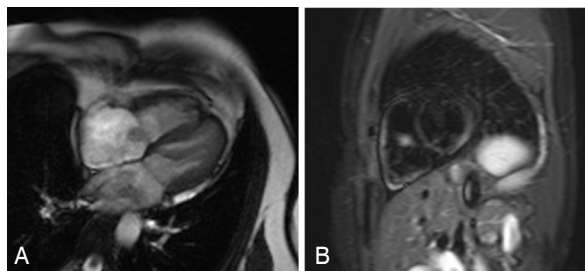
Imagem de ressonância magnética cardíaca evidenciando imagem arredondada aderida à face atrial da valva tricúspide apresentando hipossinal na sequência CINE-SSP (A) e hipersinal na sequência TSE STIR (B).
